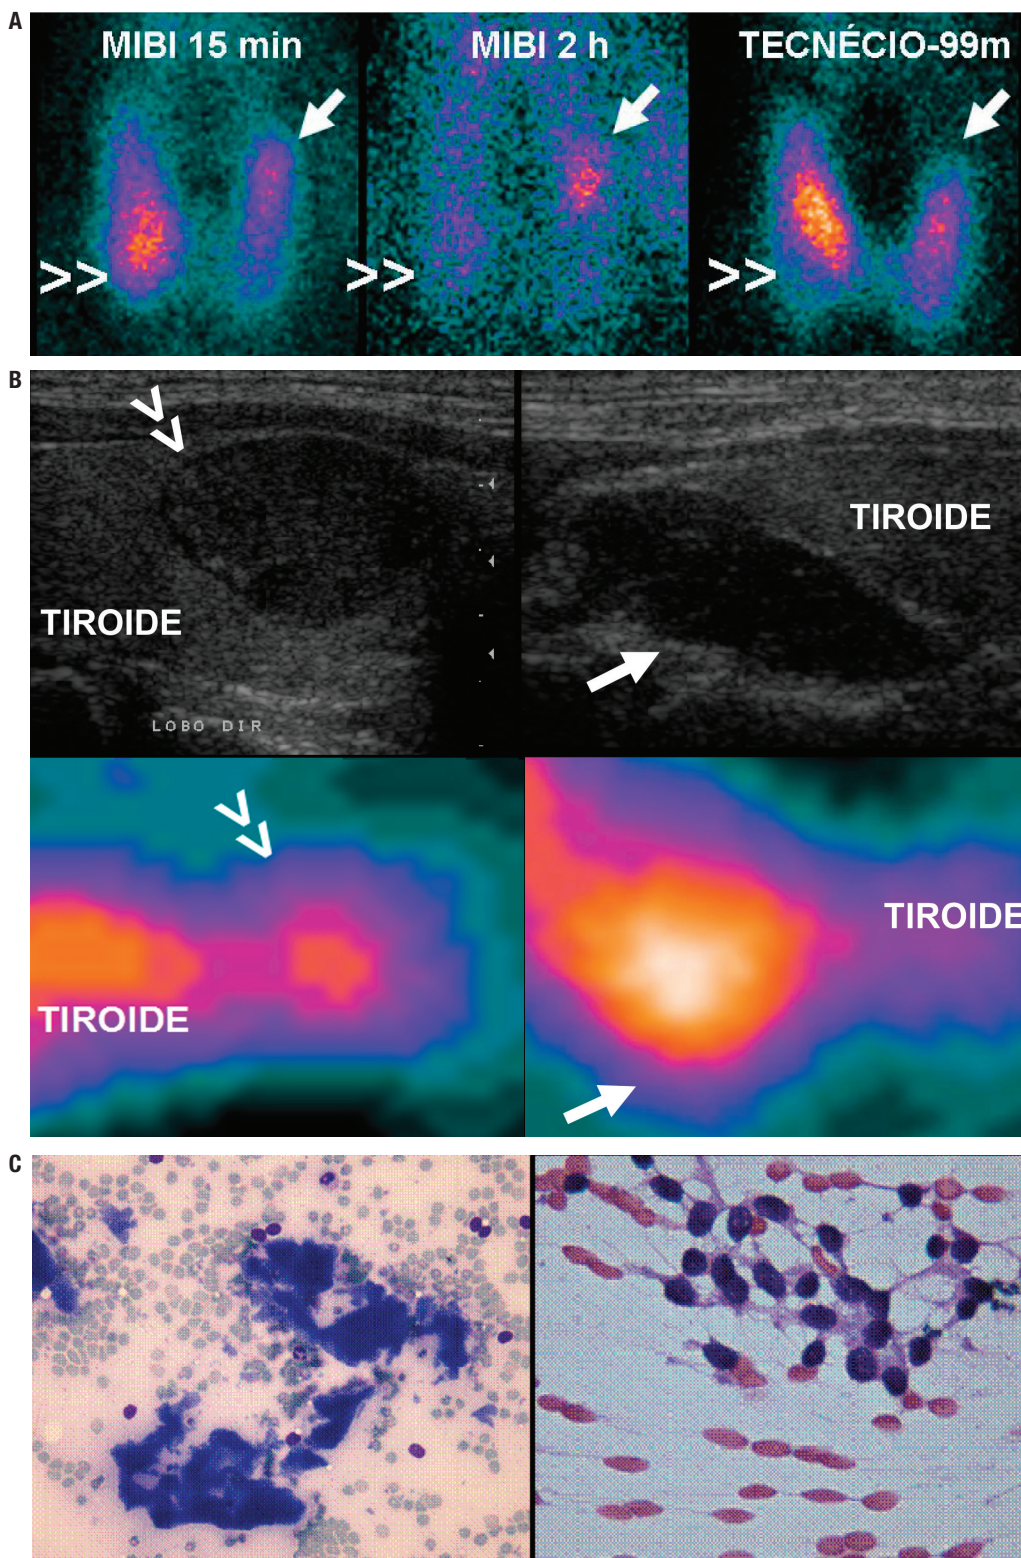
Caso 6A. Masculino, 39 anos; CA: 11,4 mg/dL (8,6-10,3 mg/dL); CAION: 1,63 mmol/L (1,11 a 1,40 mmol/L); PTH: 218 pg/mL (10-65 pg/mL); CAUR: 737 (55-220 mg/24h); cintilografia (PLANA): positiva posterior e inferior direita (paratiroide 1 – ver pontas de setas duplas), inferior esquerda (paratiroide 2 – ver pontas de setas) e póstero-medial, na transição dos terços médio e superior esquerdo (paratiroide 3 – ver setas). PAAF: (paratiroide 1) PTH > 2.500 pg/mL, (paratiroide 2) PTH > 2.500 pg/mL, (paratiroide 3) PTH > 2.500 pg/mL. Caso 5B. USC: nódulos sólidos hipocogênicos medindo (paratiroide 1) 1,9 x 0,9 x 0,9 cm, (paratiroide 2) 1,5 x 0,7 x 0,5 cm e (paratiroide 3) 0,8 x 0,6 x 0,3 cm. Cintilografia (SPECT): áreas focais hipercaptantes nas mesmas localizações. Cirurgia: retirada das três paratiroides descritas, com queda do PTH intraoperatório (225 pg/mL para 26 pg/mL). Evolução pós-paratiroidectomia: CA: 8,1 mg/dL (8,6-10,3 mg/dL); CAION: 1,09 mmol/L (1,11 a 1,40 mmol/L); PTH: inferior a 3 pg/mL (10-65 pg/mL).
